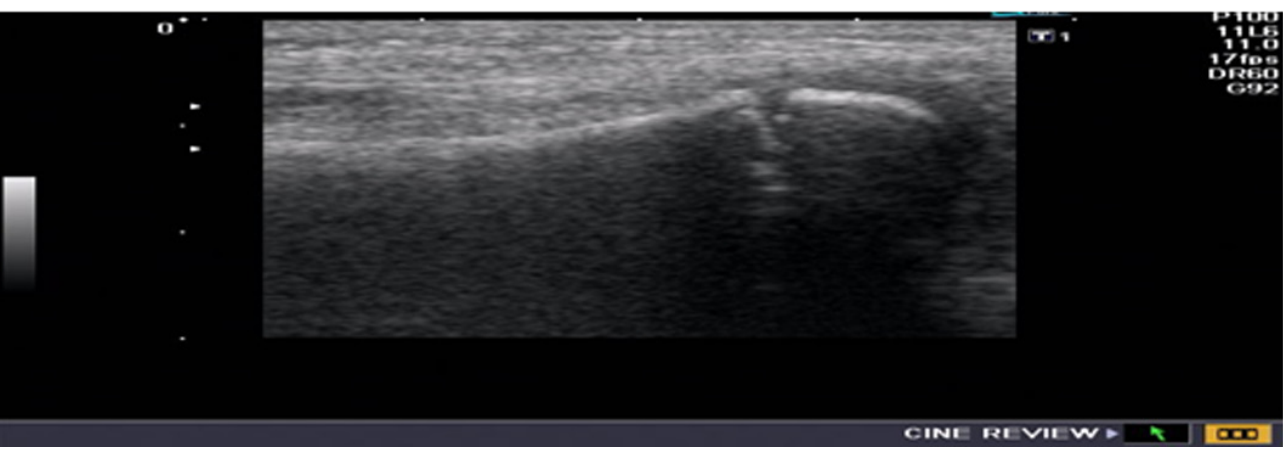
Post reduction ultrasound showing good alignment of the cortical surface of the fracture segments suggestive of good reduction.
